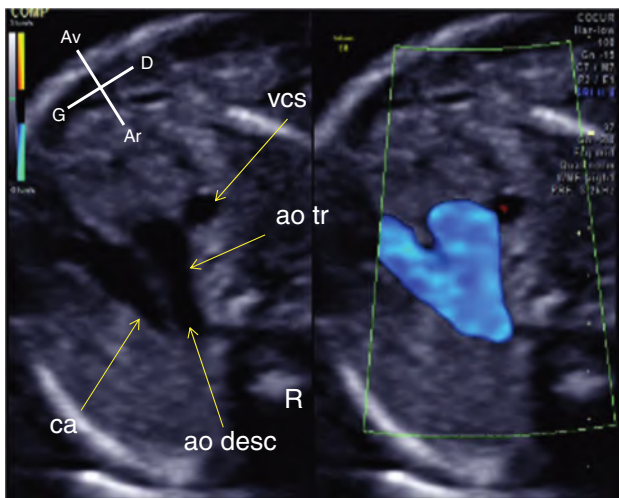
Incidence des deux dômes en mode bidimensionnel et en Doppler couleur. Le canal artériel (ca) et l'aorte transverse (ao tr) forment un V ouvert vers l'avant. Le flux sanguin est dirigé de l'avant vers l'arrière et est donc coloré en bleu dans cette incidence ou le sang s'éloigne de la sonde d'échographie. ao desc : aorte descendante ; R : rachis ; vcs : veine cave supérieure.
